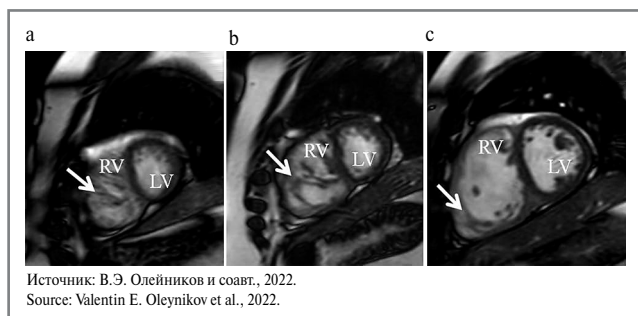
МРТ сердца, проекции по короткой оси: а – апикальные отделы; б – средние отделы; в – базальные отделы. Выраженность некомпактного миокарда в разных отделах ПЖ.
